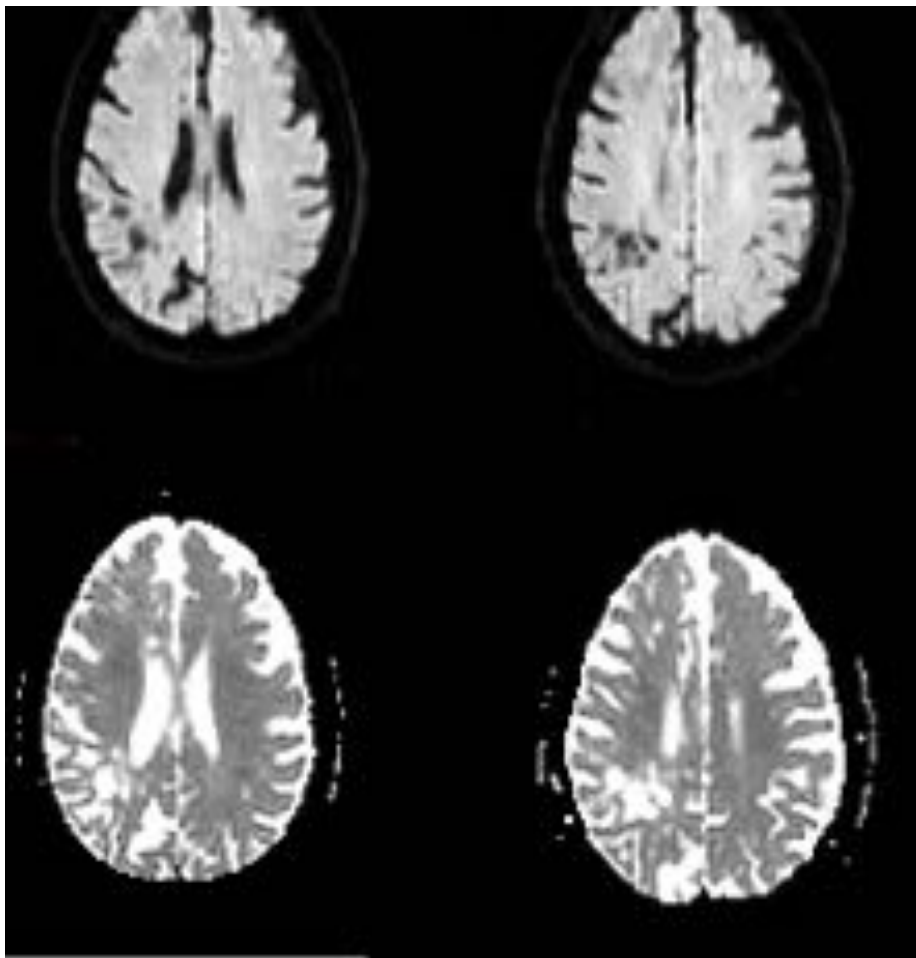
Cortes axiales en secuencias T2, FLAIR y difusión donde se observa como las lesiones de la figura 12 se comportan exactamente como el líquido cefalorraquídeo, sin áreas de gliosis perilesionales. No restringen a la difusión. Sugieren espacios dilatados de Virchow-Robin.
